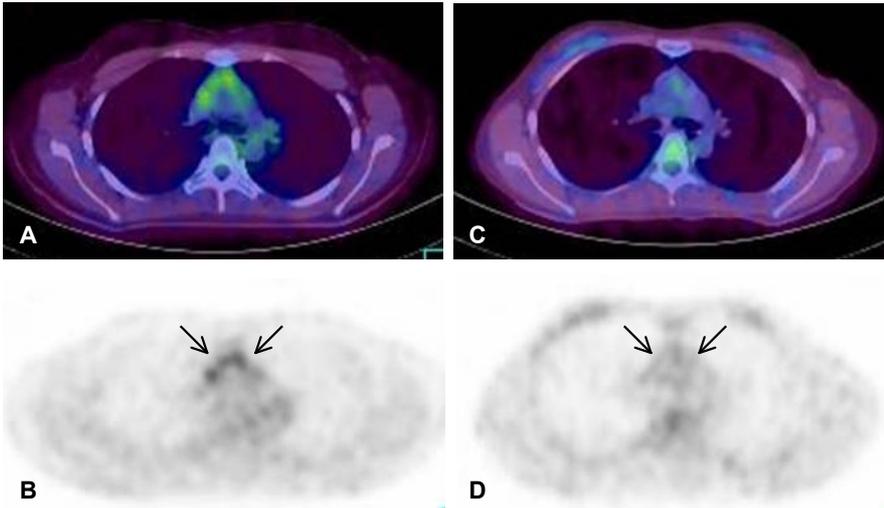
(A) ^{18}F -FDG-PET and (B) ^{18}F -FDG-PET/CT 1 year after complete remission show mild hypermetabolic activity of the anterior mediastinal mass (SUVmax 2.6). (C) ^{18}F -FDG-PET and (D) ^{18}F -FDG-PET/CT 2 years after complete remission show no significant hypermetabolic lesion.
